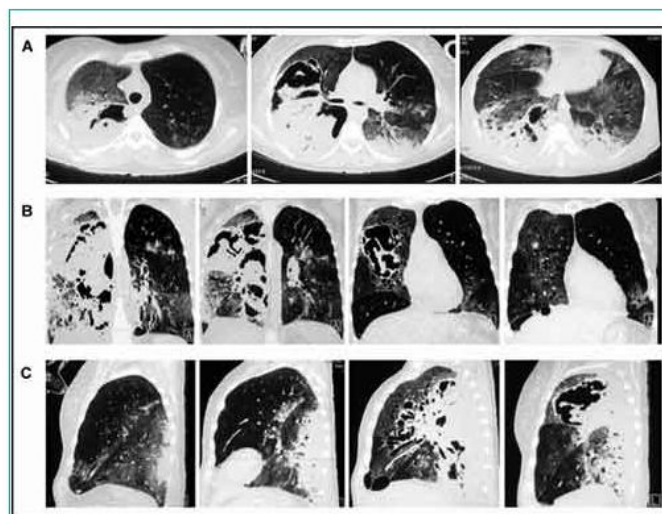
SDRA compliquant l'évolution d'une pneumopathie nécrosante. TDM thoracique avec analyse tri-dimensionnelle par reconstruction de coupes transversales (A),frontales (B) et sagittales (C)
